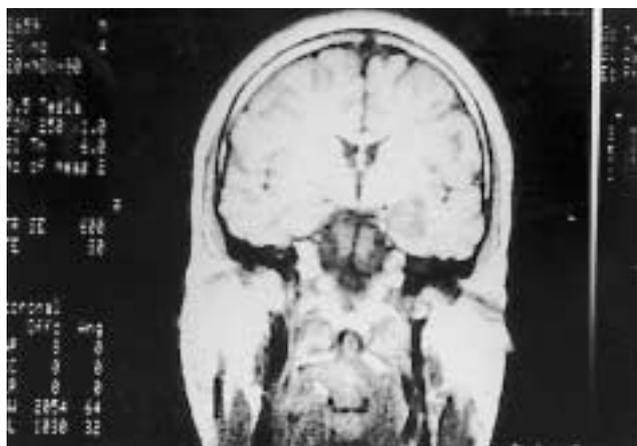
RMN cerebral, corte coronal. Lesión ocupante de espacio en la región temporal izquierda con señal heterogénea en T1.
